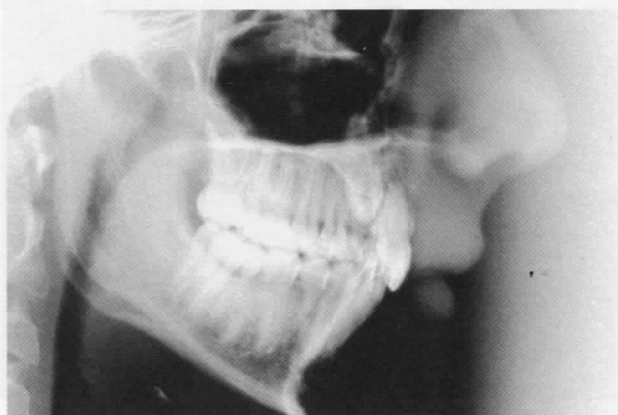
La telerradiografía ayudará a determinar la orientación del CIP, ya que no presenta la distorsión de la panorámica (fig. 8-a, mismo paciente).
